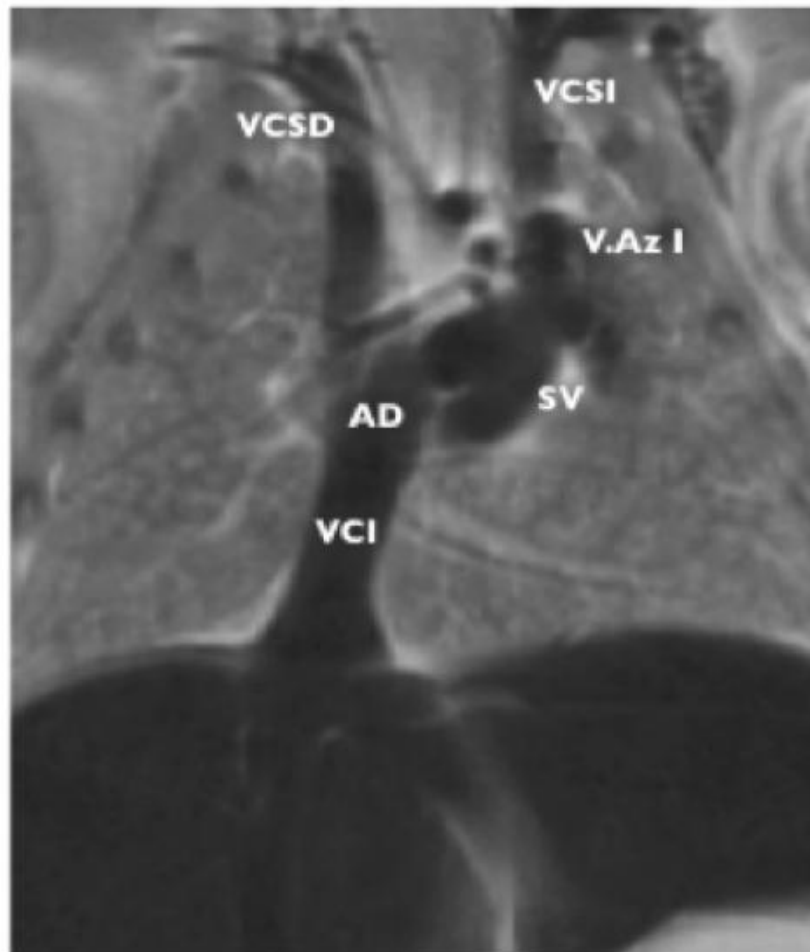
RM en un feto del grupo Control en el que se muestran las principales venas sistémicas de la región torácica. Se observa la presencia de dos Vv. Cava Superiores simétricas, que en el lado izquierdo drena a la aurícula derecha (AD) a través del seno venoso (SV). La Vena Acigos Izquierda (V.AzI) se une a la VCSI para desembocar ambas en la aurícula derecha. VCSD: V.Cava Superior Derecha. VCSI: V.Cava Superior Izquierda. VCI: V.Cava Inferior.
